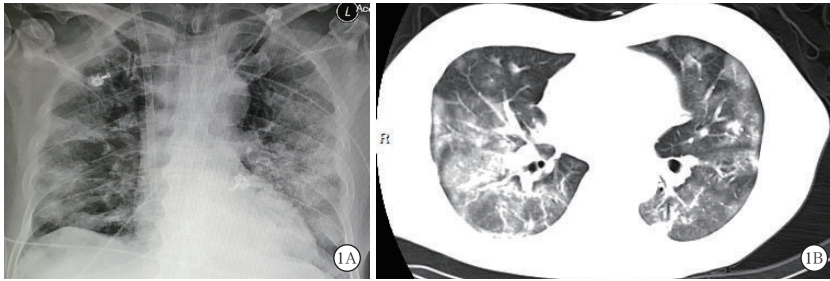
64 岁男性新冠肺炎患者发病第 18 天胸部 X 线(A), 57 岁男性新冠肺炎患者发病第 11 天胸部 CT(B)
